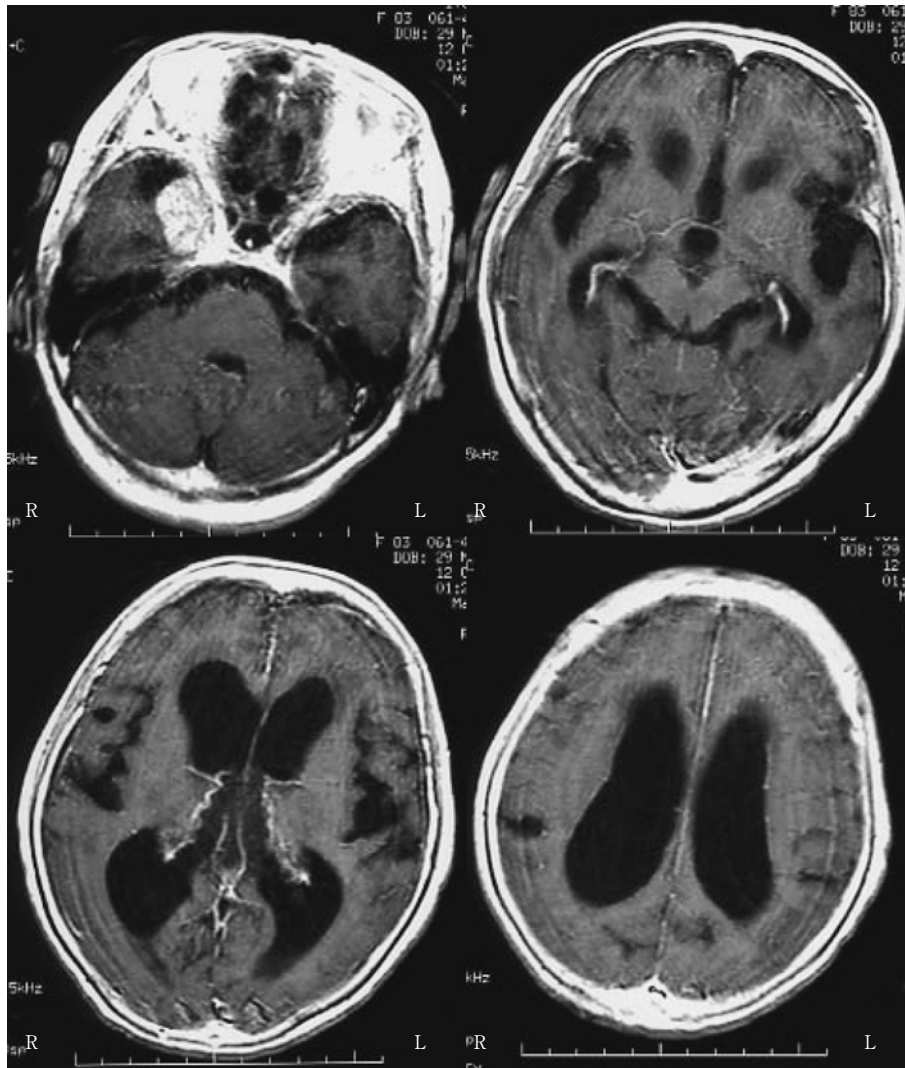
Gd-DTPA enhanced brain MRI (TR 420msec, TE 9msec).
